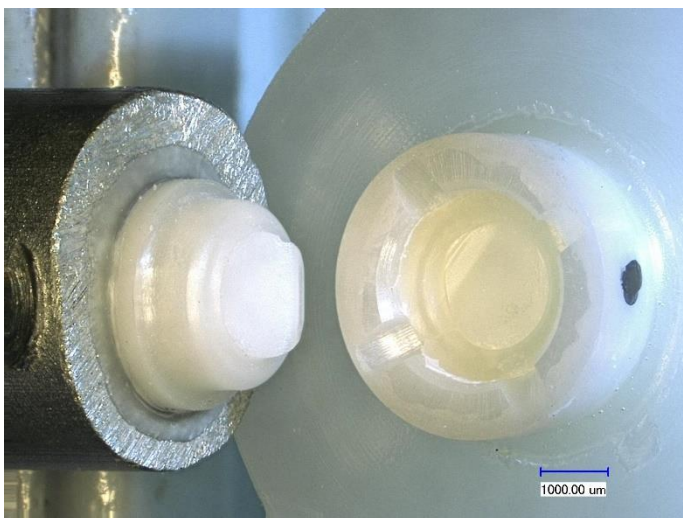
Bruch eines CEM^{TC}-Implantats während des frühen Fatigue-Tests.
